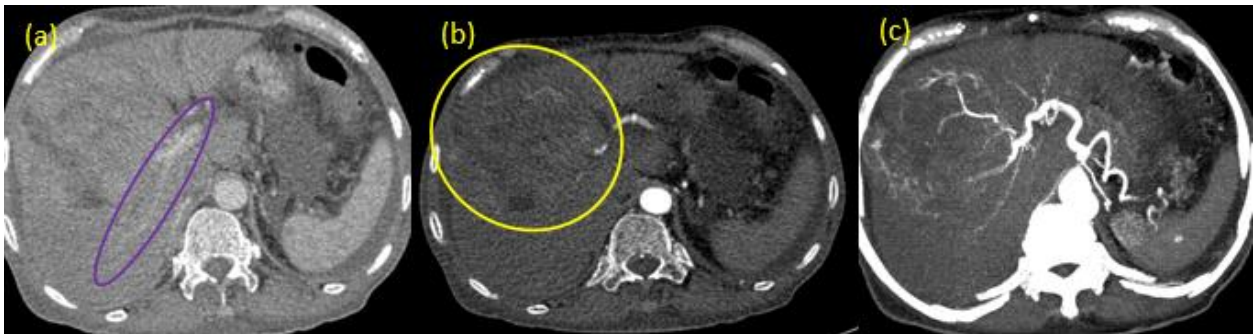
Obstruction porte segmentaire d'origine tumorale. TDM avec injection. Obstruction de la branche porte du segment VI avec aspect de rail au temps artériel (a) dû à un envahissement porte d'un carcinome hépatocellulaire du foie droit bien visible en (b) et (c).
